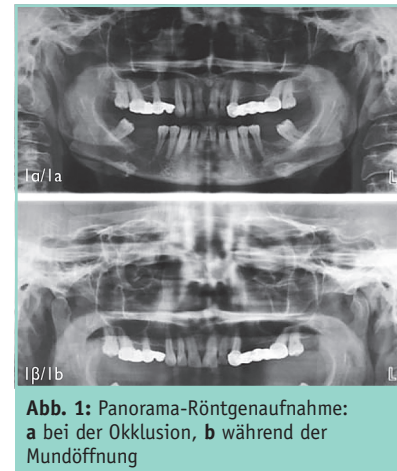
Panorama-Röntgenaufnahme: a bei der Okklusion, b während der Mundöffnung
